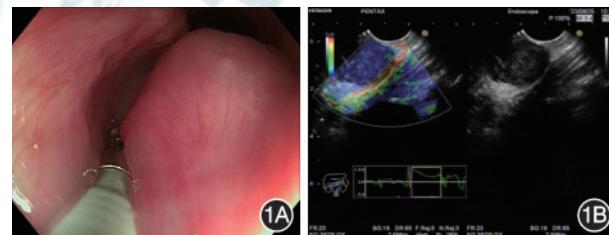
食管黏膜下肿瘤患者术前检查 1A:入院后首次胃镜检查示距门齿约17 cm可见巨大黏膜下隆起,表面光滑,质硬;1B:扇扫超声内镜见一切面大小3.0 cm×2.5 cm低回声占位,内部回声欠均匀,行超声内镜引导细针穿刺抽吸术
